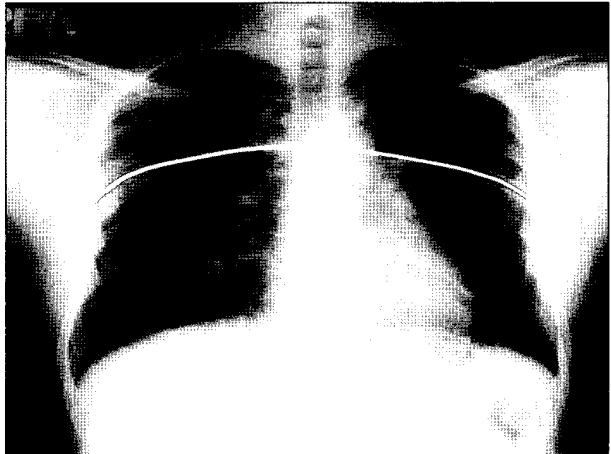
Follow-up chest X-ray after 2 years shows displaced bar.
